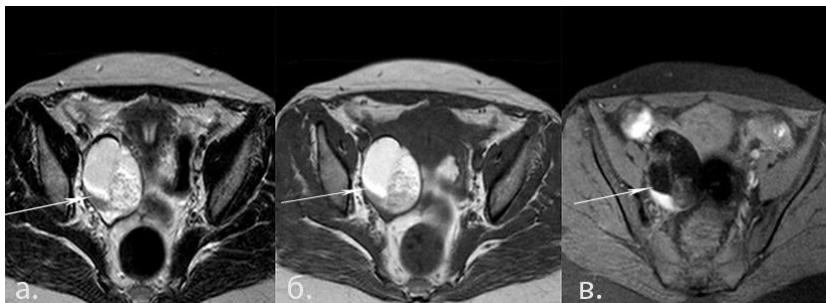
(а, б, в): МРТ малого таза пациентки со зрелой тератомой яичника. В аксиальной плоскости на T2(а) и T1 (б) - взвешенных изображениях - кистозное образование правого яичника с гетерогенным содержимым; на T1-взвешенных изображениях с жироподавлением
